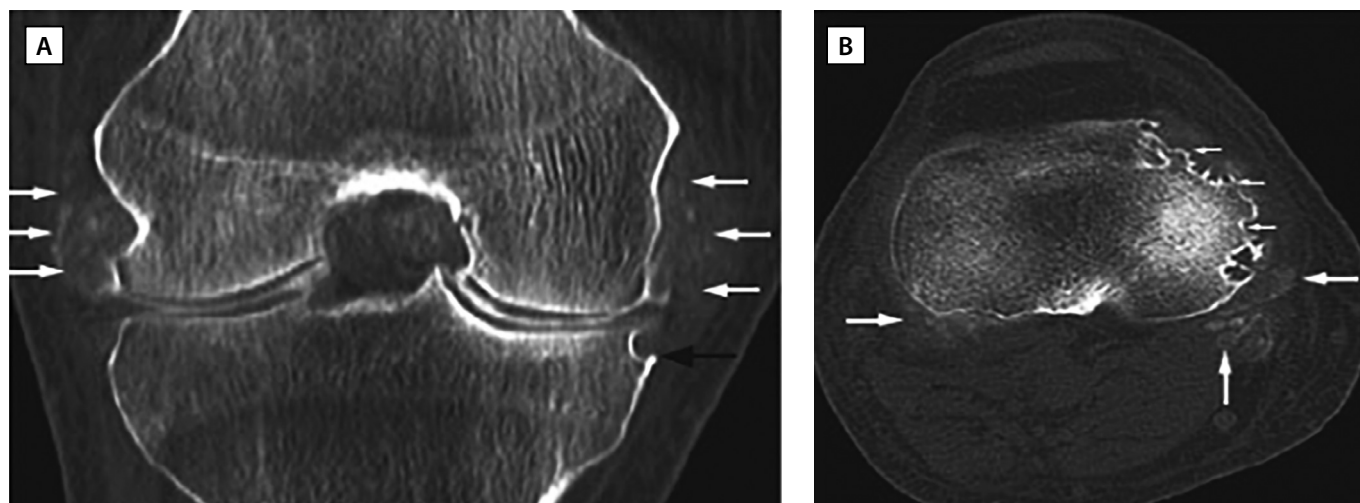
КТ правого колена пациента с хронической тофусной подагрой при поступлении (адаптировано из Chatterjee S. и соавт., 2008) [64].
